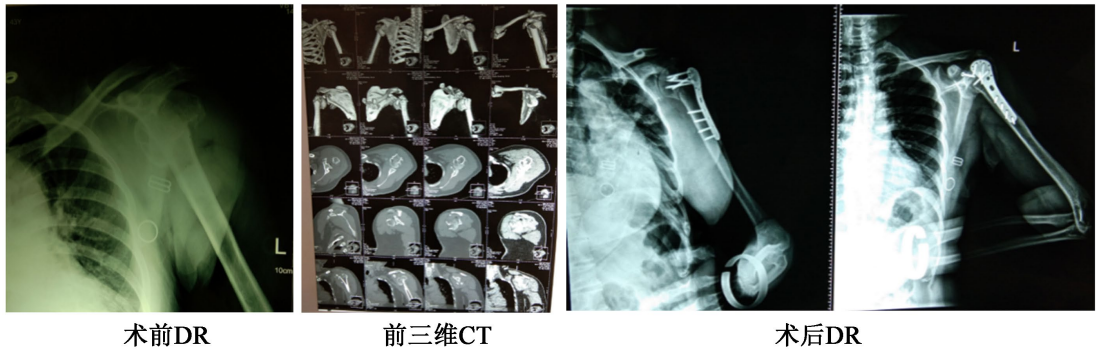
X-ray film and CT scan of open reduction and internal fixation with plate for fracture of the surgical neck of the humerus
